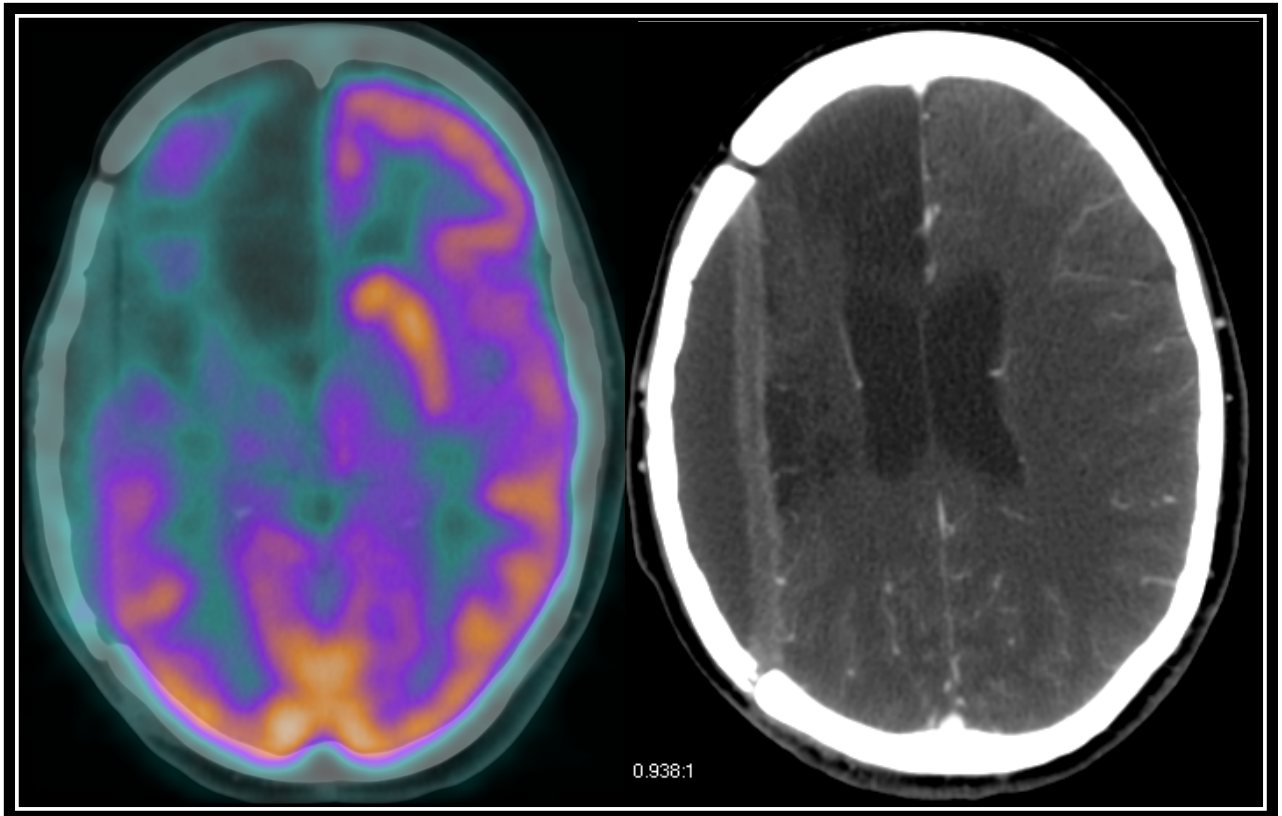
a). Imágenes de tomografía computada y PET-CT en corte axial. La imagen de tomografía muestra imágenes hipodensas en el lóbulo frontal y parietal derecho sugestivo de zonas de infarto, así como cambios secundarios a drenaje de hematoma subdural. La imagen de de PET-CT muestra un marcado hipometabolismo de 18-FDG en la zona afectada en relación con demencia vascular.
